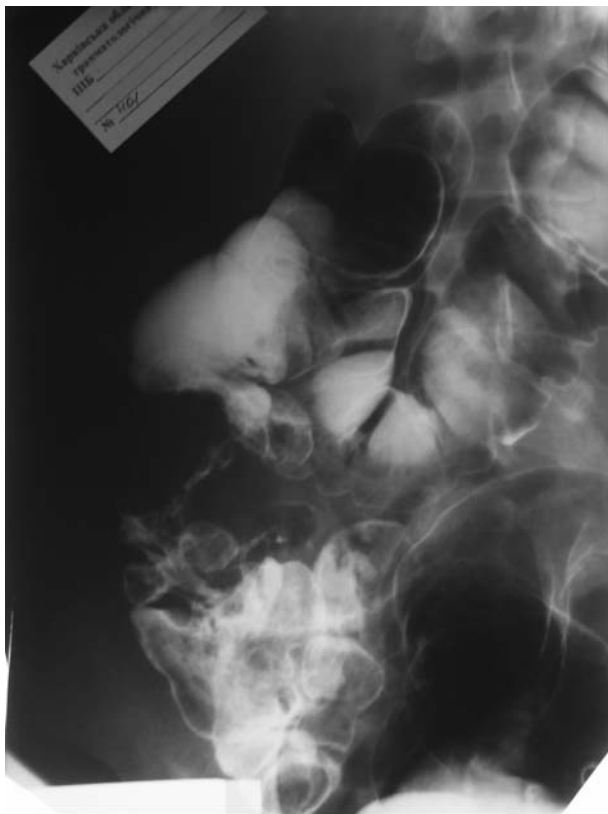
Рентгенограмма слепой и восходящей ободочной кишки в фазу двойного контрастирования. Сохраняется циркулярный дефект заполнения: экзофитный рак, туберозная форма
